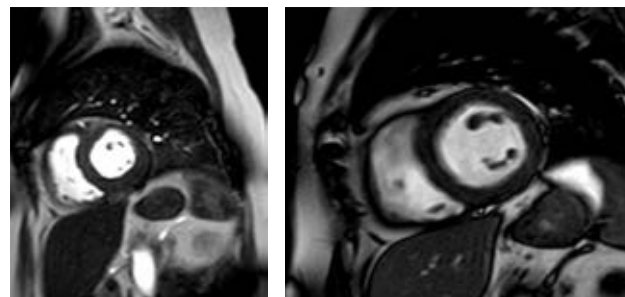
Resonancia magnética cardíaca que muestra reforzamiento no isquémico en sitios de unión del VD/VI en relación a estrés parietal.
